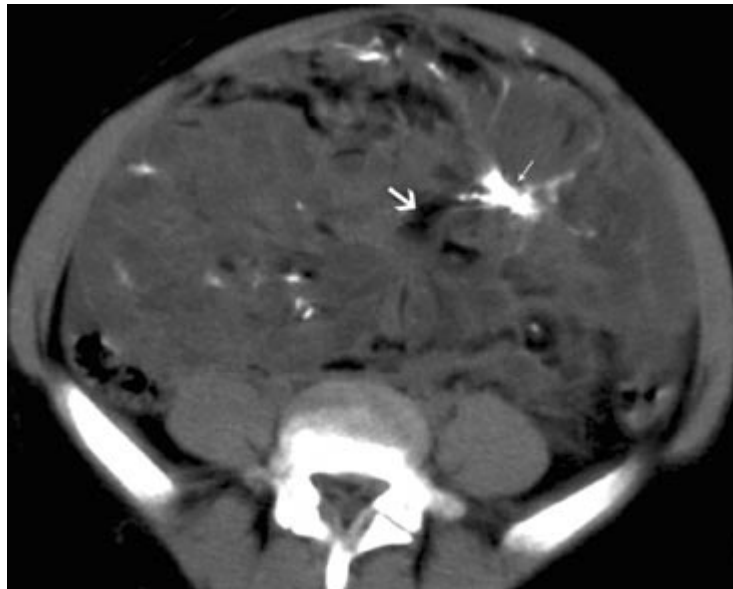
TDM axiale sans injection. Masse endokystique à contours irréguliers. Les calcifications amorphes et grossières (→) associées à de la graisse peu abondante (→) évoquent un tératome indifférencié immature [37] (image scanographique correspondant à la figure 36).
